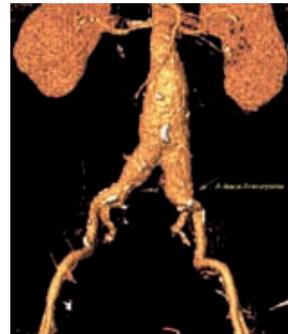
CT-angiographische 3-D-Rekonstruktion eines infrarenalen Aorten- und Beckenarterienaneurysmas.
